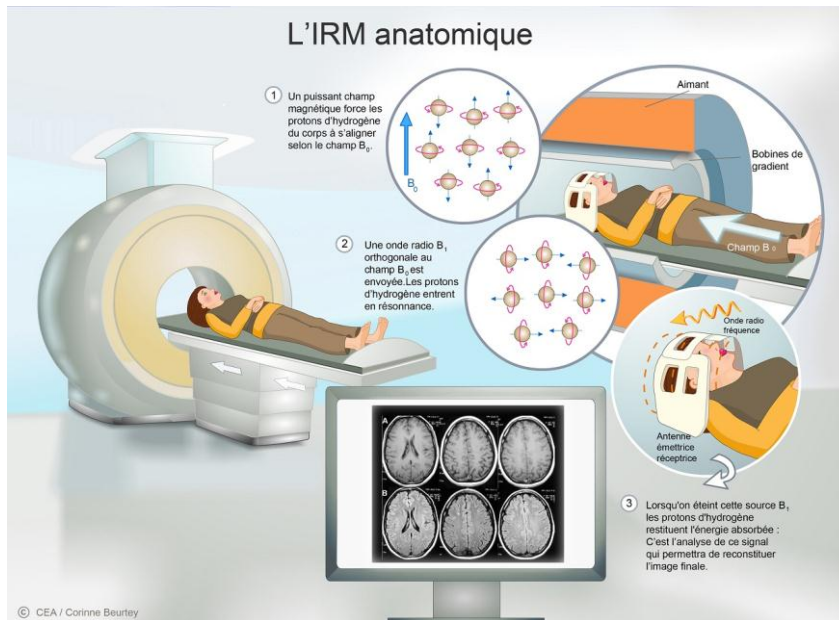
IRM anatomique [26]
